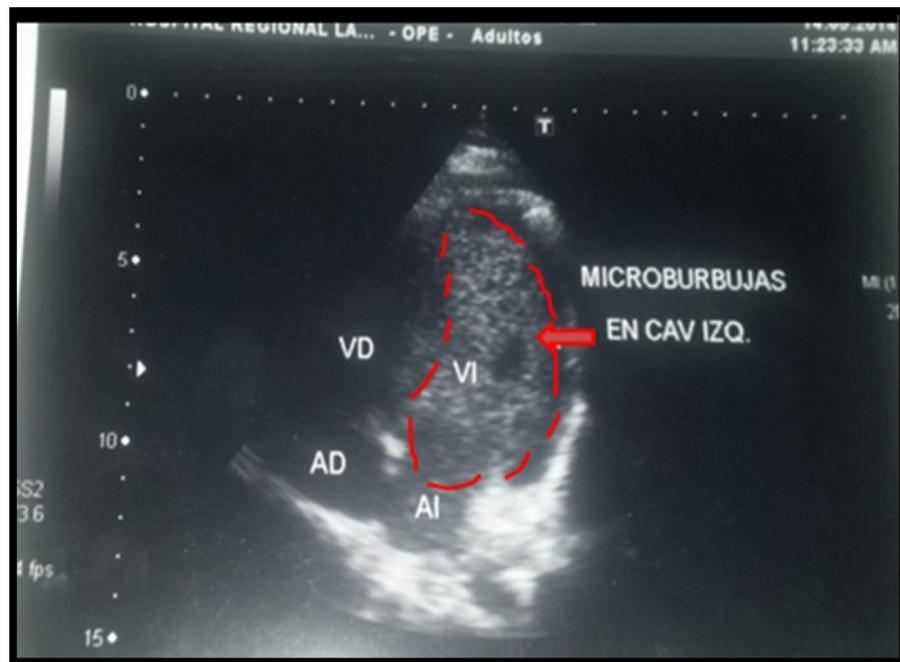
Visión de Ecocardiograma que demuestra la llegada de burbujas a las cavidades izquierdas (“contraste” en aurícula y ventrículo) luego del cuarto latido, es decir, tardíamente, propio de la presencia de un shunt extracardiaco intrapulmonar.
